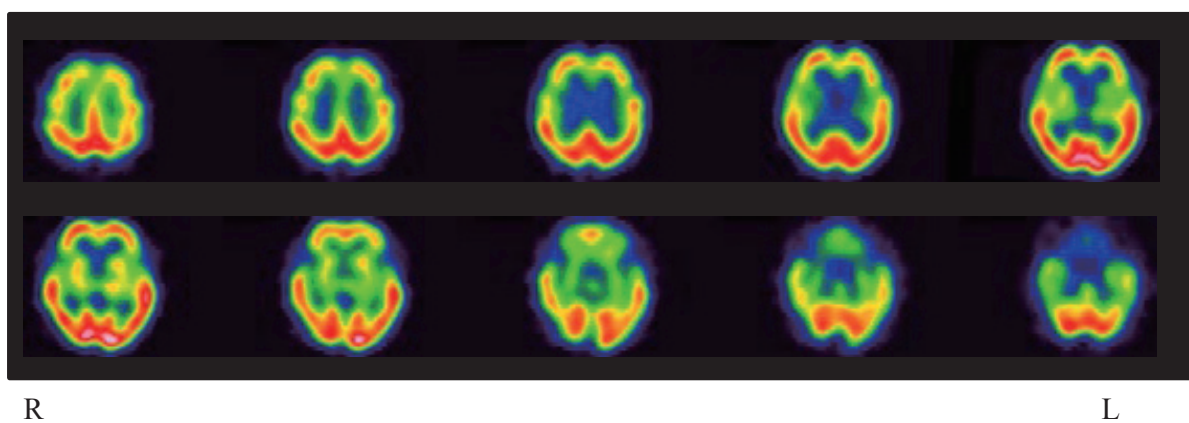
< ^{123}I -FP-CIT SPECT>< ^{123}I -MIBG シンチ>図 2 < ^{123}I -IMP-SPECT 断層像>
